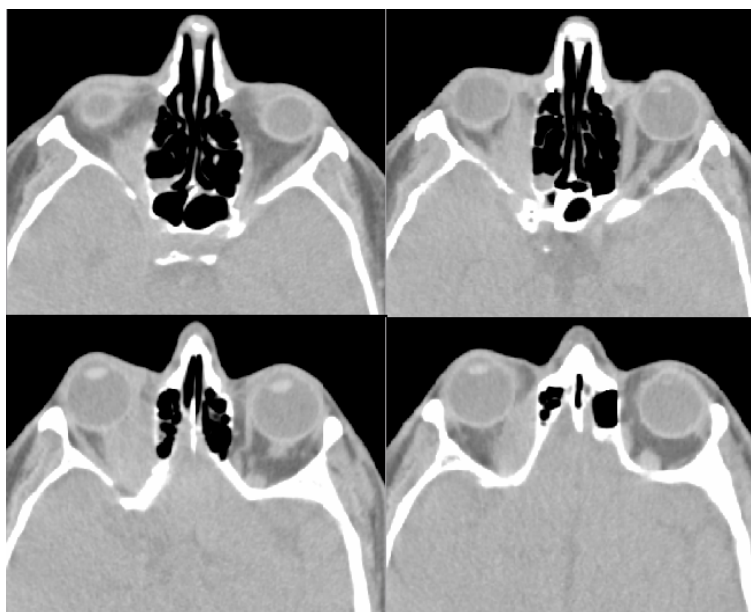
КТ орбит пациента с васкулитом (аксиальная проекция)
